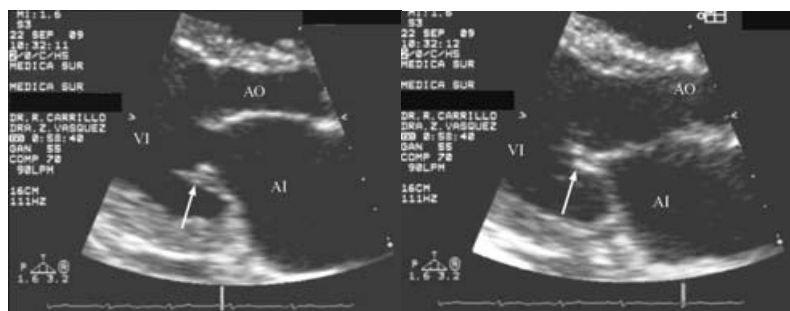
Imagen de ecocardiografía. A) Diástole. Engrosamiento y nódulo en válvula mitral (flecha). B) Sístole. Engrosamiento nodular de valvas de la válvula mitral (flecha). AI = aurícula izquierda, VI = ventrículo izquierdo, Ao = aorta.
